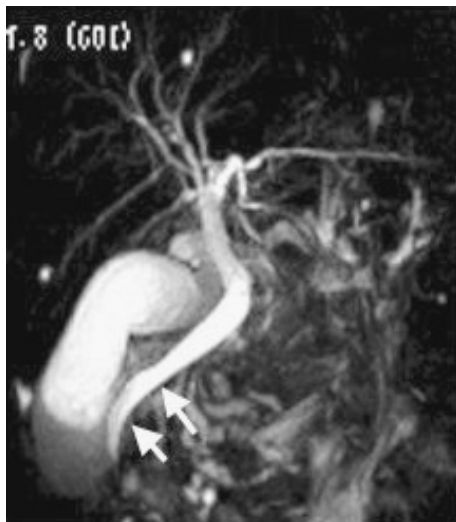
Magnetic resonance cholangiopancreatography showed an aberrant common bile duct due to the giant cystic tumor (white arrows).
